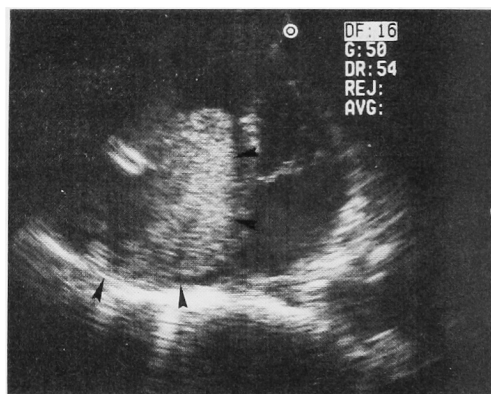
Cardiac ultrasonography at the diastolic phase demonstrates the head of tumor thrombus invaginated into the right ventricle. (►)
